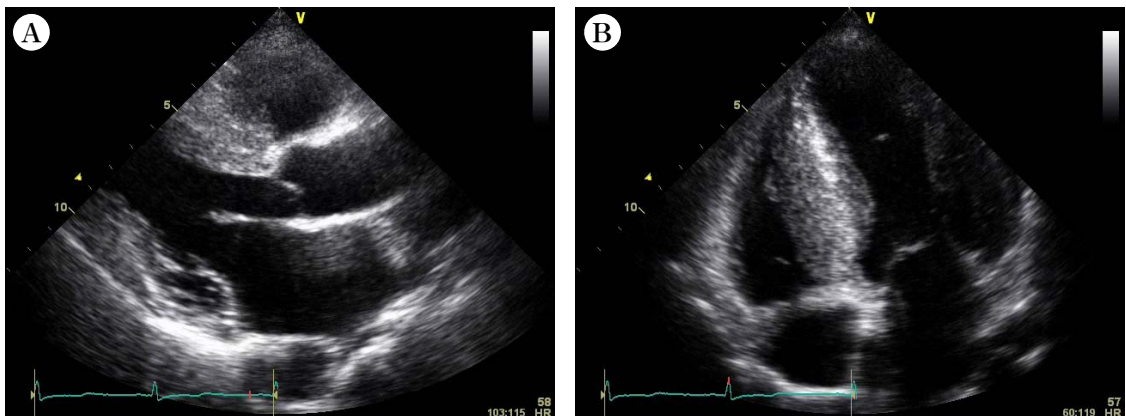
Echocardiography showing septal wall hypertrophy. (A) parasternal long axis view (B) four chamber view.
